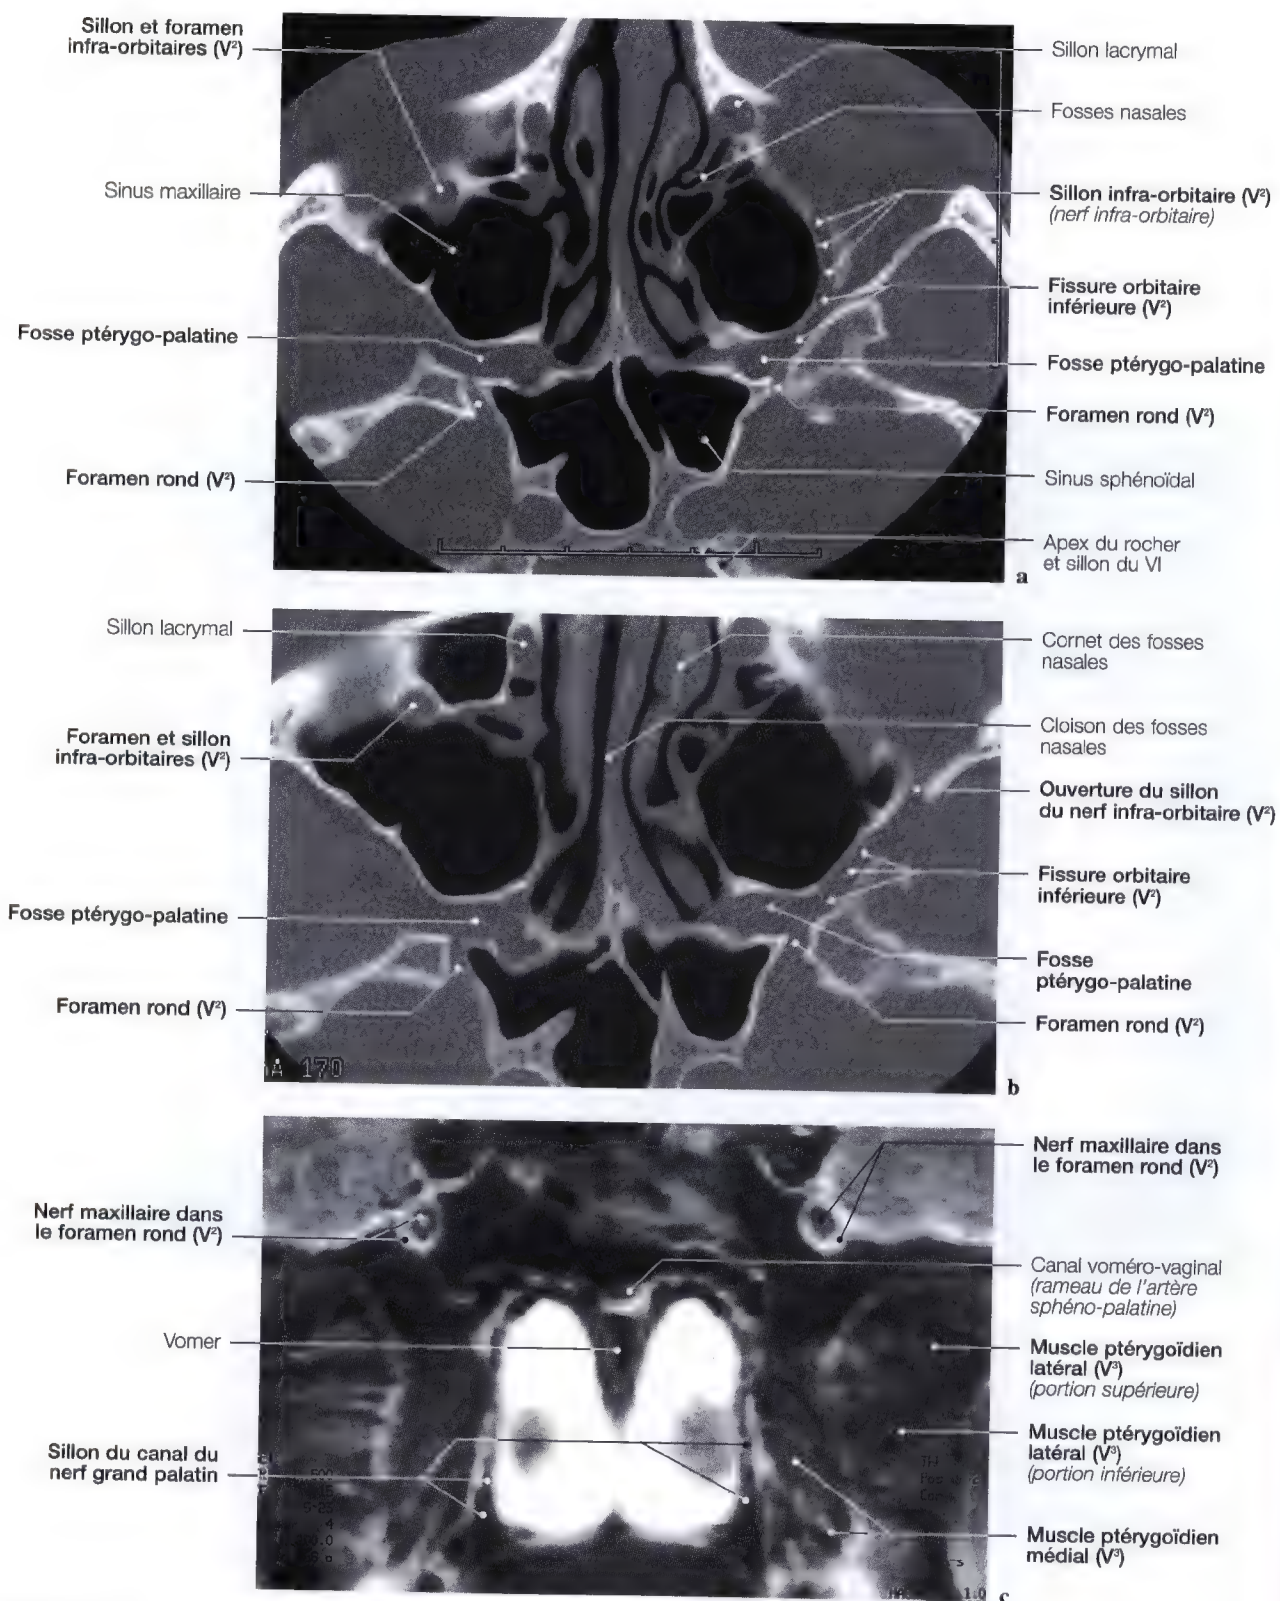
a – c. Tomodensitométrie (a, b) en vues axiales du foramen rond; IRM frontale (c) mettant en évidence le nerf maxillaire (V²) dans le foramen rond
